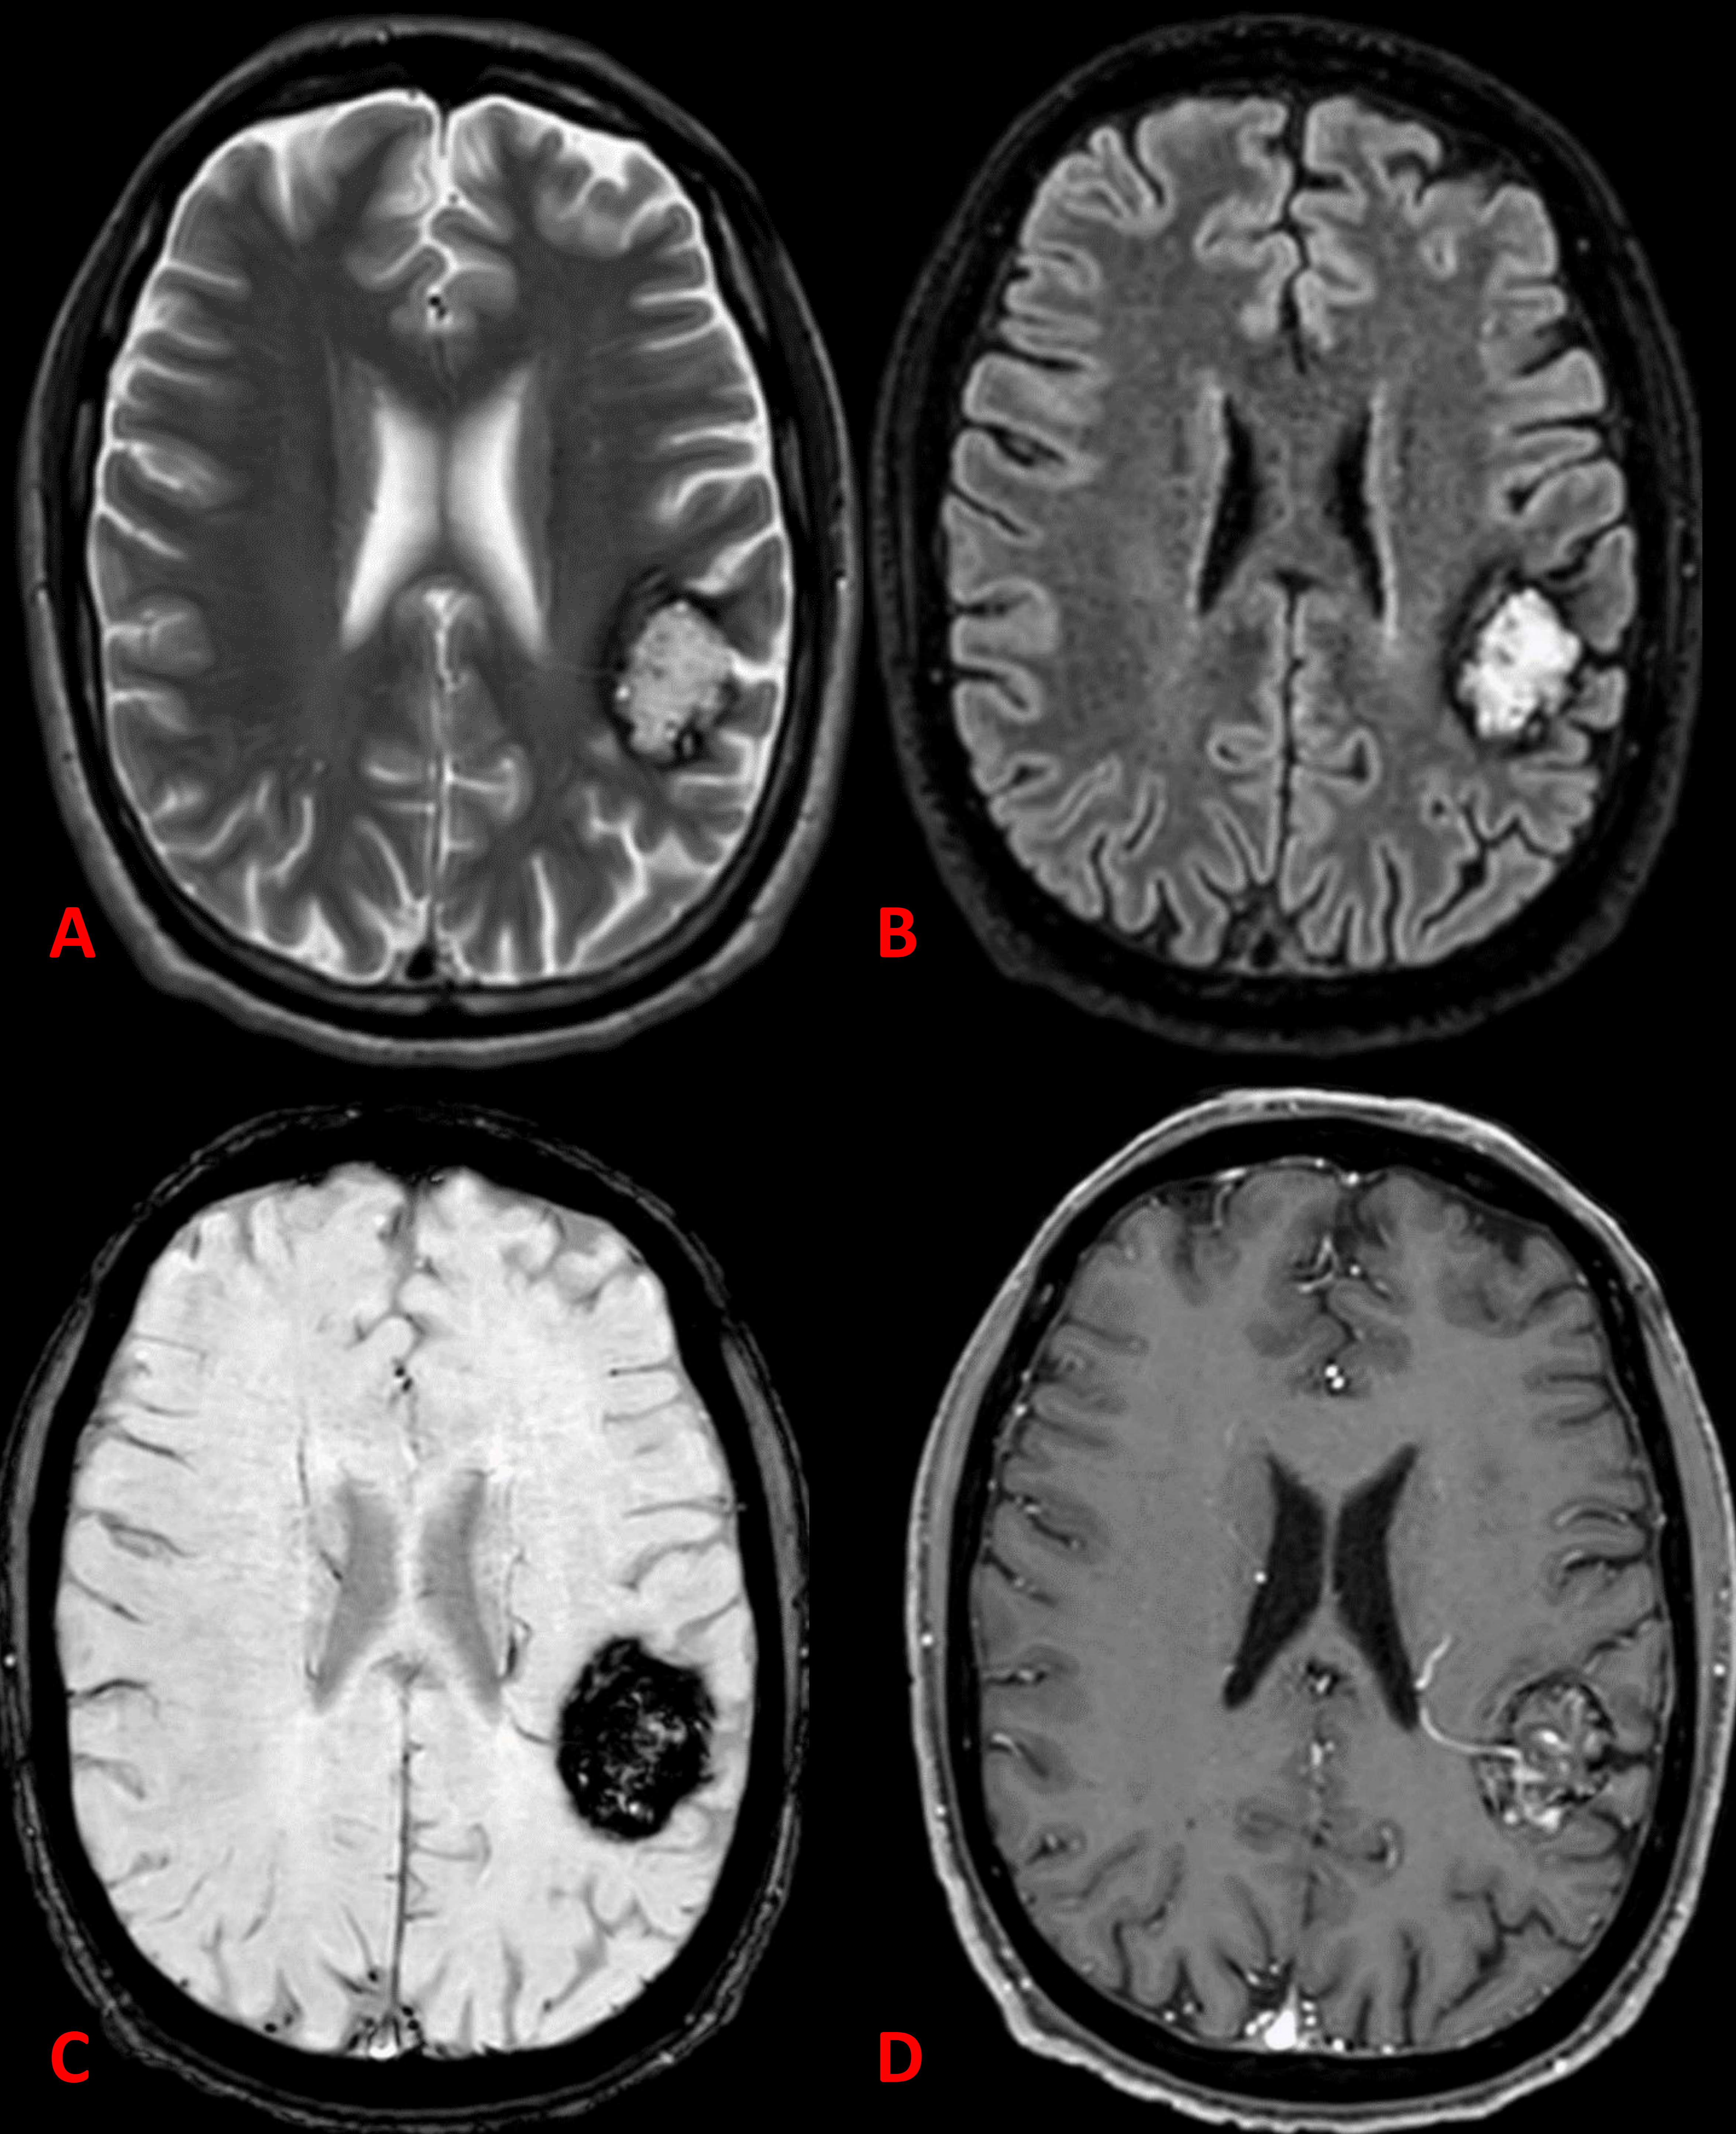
Imágenes de RM en T2 (A), FLAIR (B), SWI (C) y PROSET (D). Varón de 45 años con cavernoma en convexidad izquierda, en región posterior al opérculo frontal, con marcado reborde de hemosiderina (probable tipo II de Zabramski). Asocia vaso venoso de drenaje desde ventrículo lateral izquierdo (sugiere anomalía del desarrollo venoso asociada).
